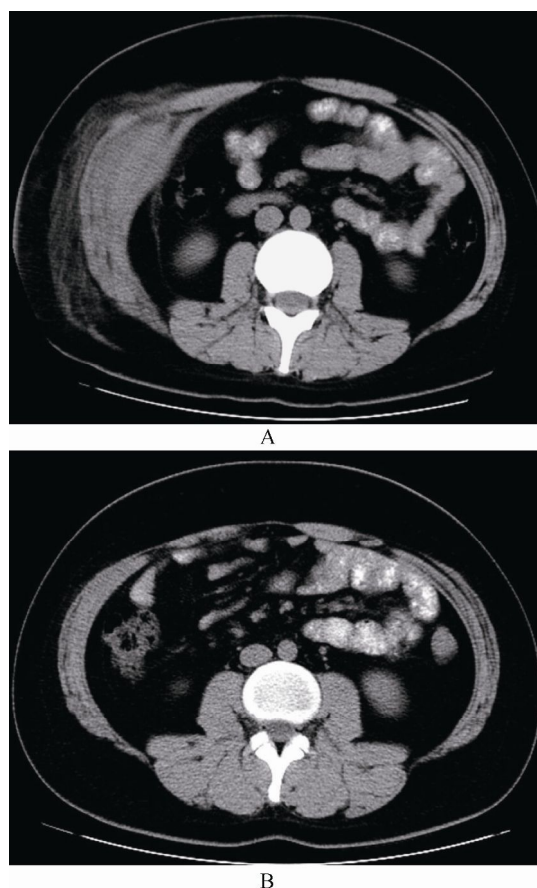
病例12 Brentuximab vedotin治疗前后腹部CT变化情况
